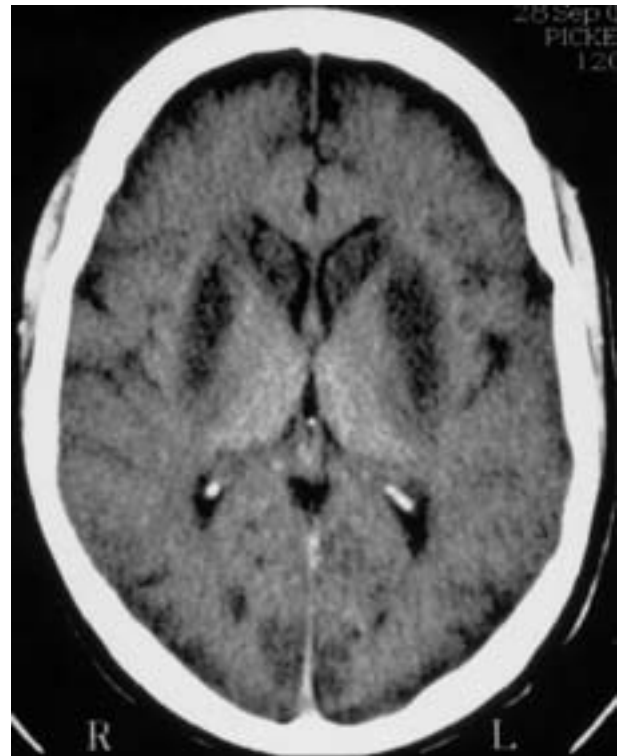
TC craneal dos semanas después, que muestra aumento del volumen cerebral con borramiento de surcos corticales. Existe también una llamativa hipodensidad en núcleos caudados y lenticulares.
